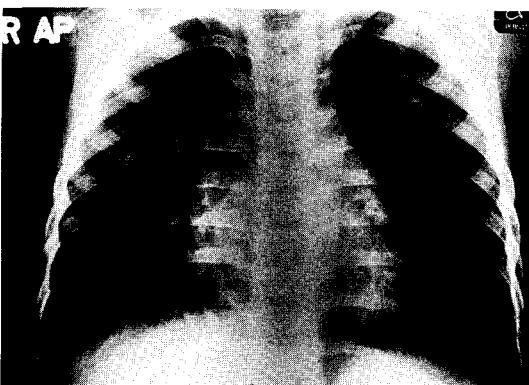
Chest X-ray showed peribronchial blurring in both lower lung fields.
